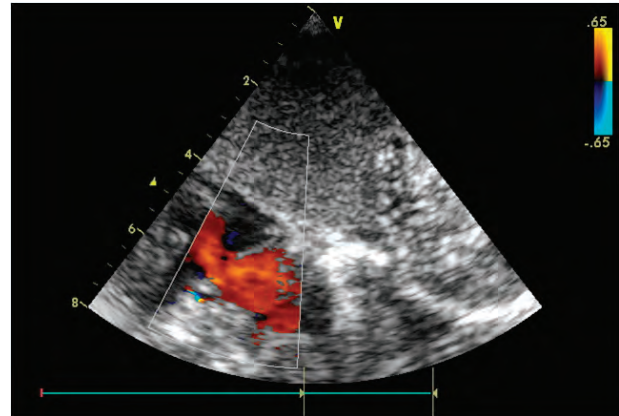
Vista Subxifoidea de Doppler Color muestra el cortocircuito de Izquierda a Derecha en una Comunicación Interauricular Tipo Ostium Secundum.
